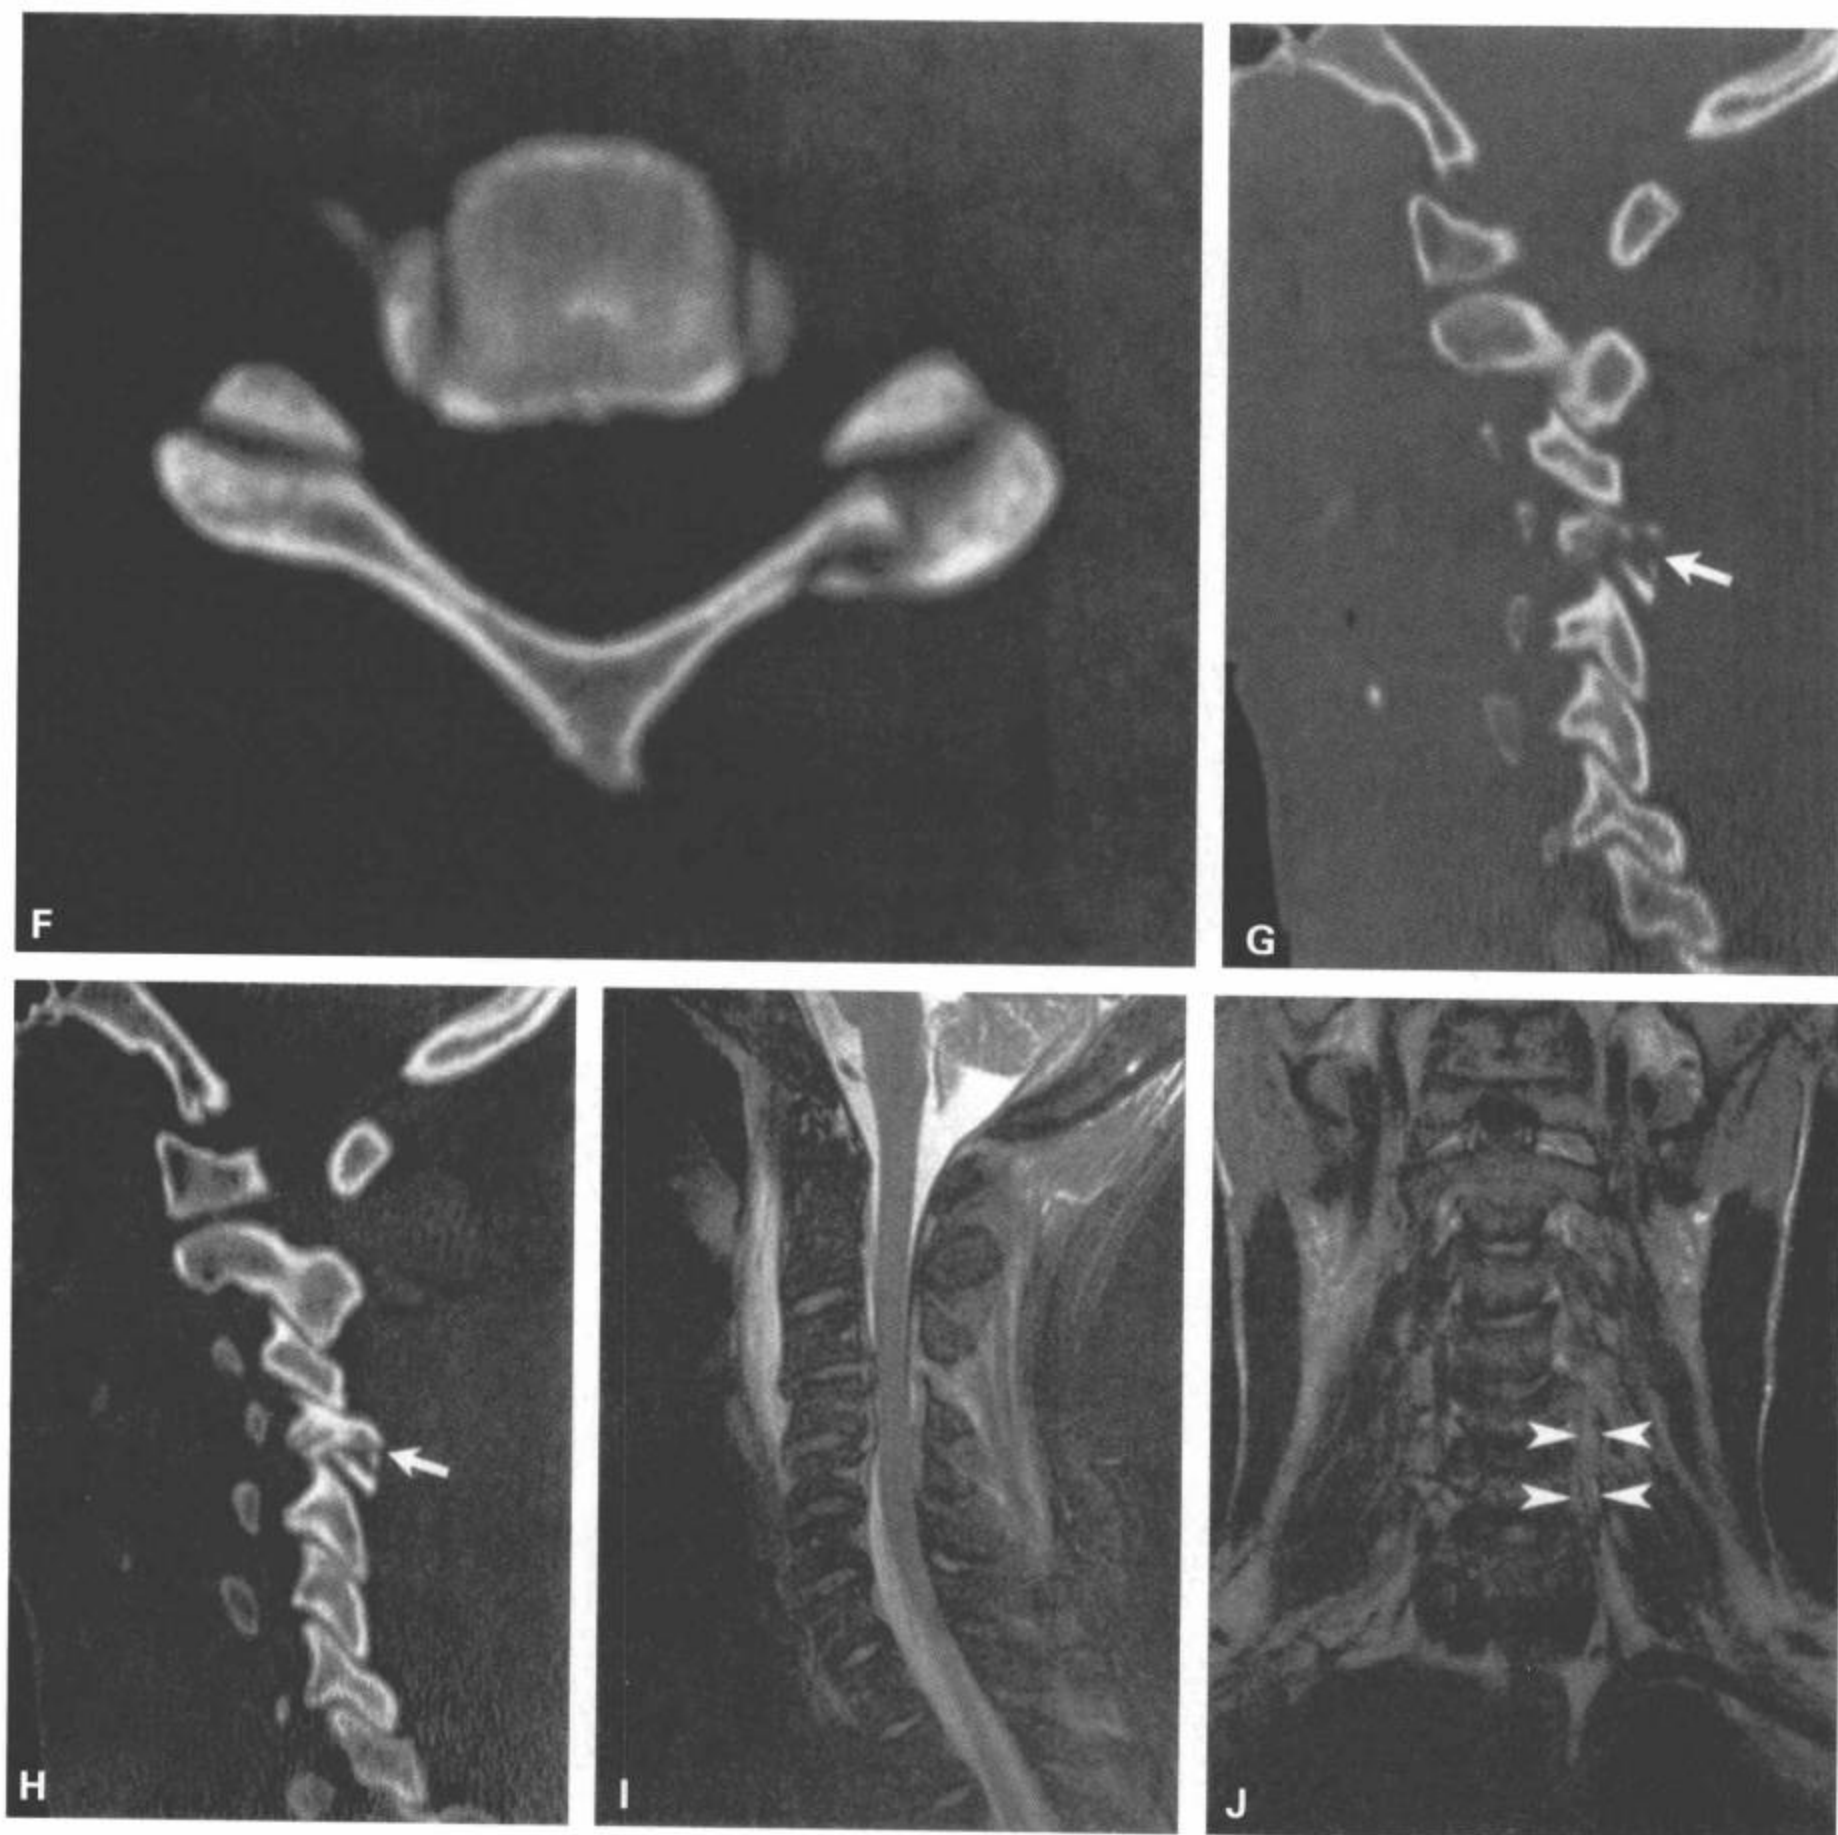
(续) 在 CT 矢状面重组的骨窗图像 (G、H) 上得到证实。矢状面 STIR (I) 和冠状面 T2 加权图像 (J) 显示椎前软组织肿胀和脊柱的后突畸形, 椎管前后径的狭窄在矢状面 STIR 图像 (I) 上显示最佳。在冠状面 T2 加权图像上 (J 中箭头) 未显示出左侧椎动脉内的流空, 符合椎动脉夹层。
